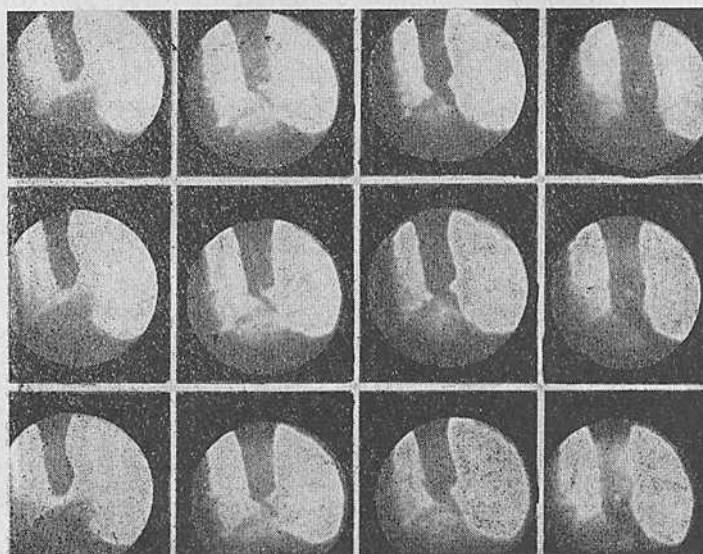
Ахалазия кардии I типа. Механическое раскрытие пищеводно-желудочного перехода под влиянием повышенного внутрипищеводного давления. Рентгенокиномонтаж через 16 кадров.
